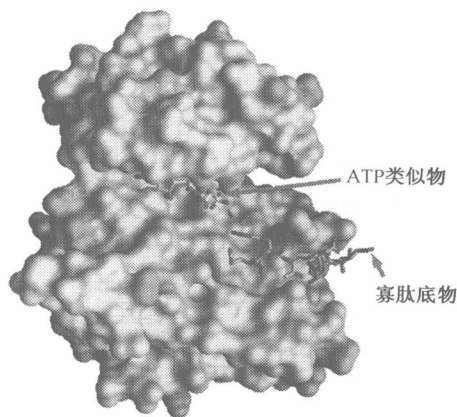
激酶的相似结构 表面结构图说明了相关激酶之间结构相似性的一个极端例子。该图对胰岛素受体（IR）与胰岛素样生长因子受体（IGF-1R）的酪氨酸激酶结构域的催化间隙与邻近的氨基酸残基进行了比较。相同的氨基酸残基用灰色表示，不同的氨基酸残基用绿色表示。该图表示出这两个 TK 结构域有多么的相似，这也解释了为什么很难找到只抑制一种酪氨酸激酶受体而不影响其他酪氨酸激酶受体的抑制物。联结激酶两叶的肽段中的一个苏氨酸用黄色标出，同时还标出了表示 ATP 类似物和寡肽底物的棒状图（橘黄、蓝、红、黄色表示）。几乎所有的 TK 拮抗药物都结合于它们所抑制的激酶的 ATP 结合位点。（From S. Favellyukis, J. H. Till, S. R. Hubbard and W. T. Miller, Nat. Struct. Biol. 8: 1058-1063, 2001.）
